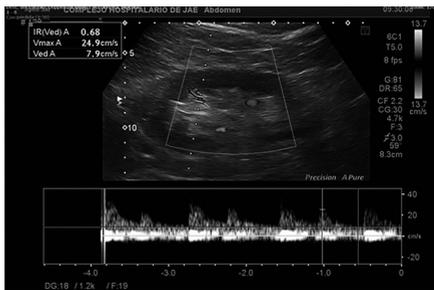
Eco-Doppler renal
